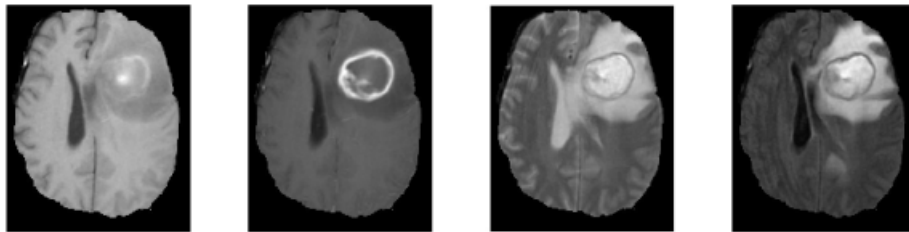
De izquierda a derecha: imágenes T1, T1C, T2 y FLAIR.
